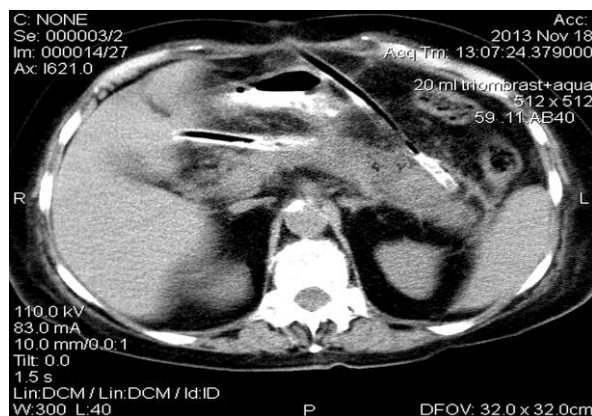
Комп'ютерна томографія ділянки підшлункової залози після лапароскопічного втручання та встановлення дренажів
